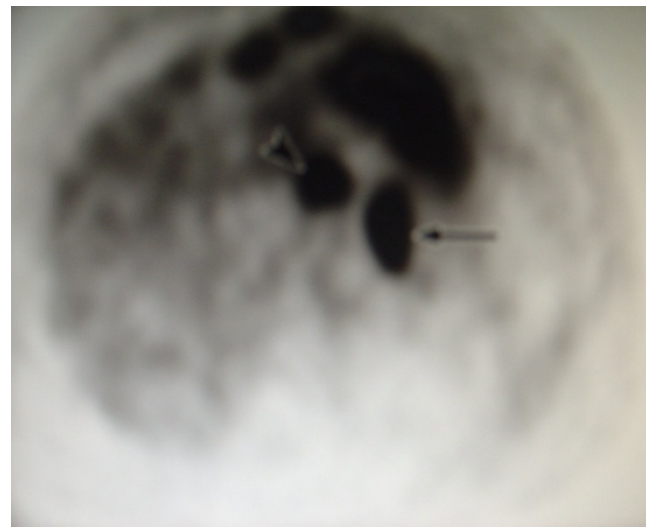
КТ: рак шлунку III-ї стадії
